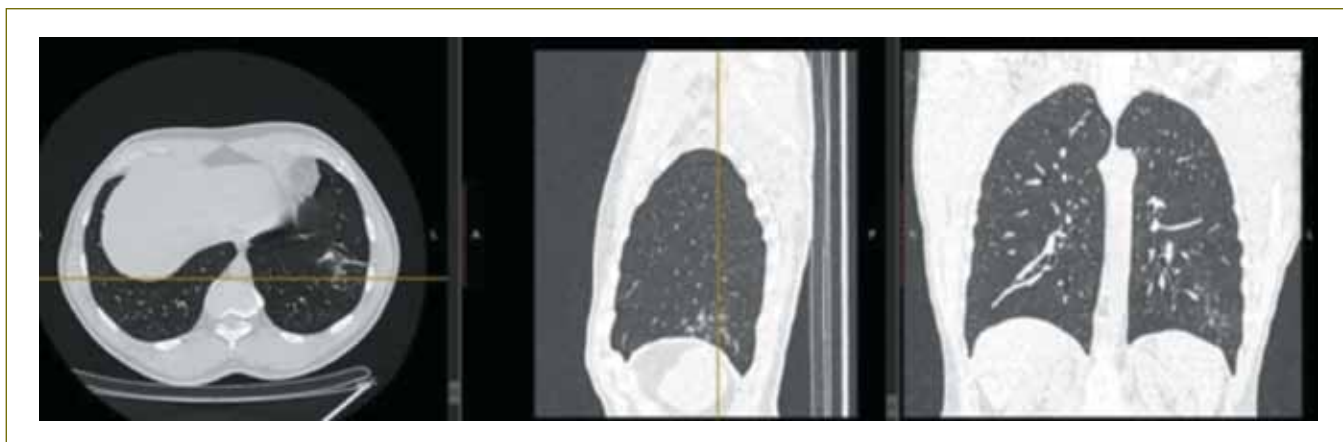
Срезы КТ органов грудной клетки пациента М., 32 лет (слева направо: в аксиальной, сагиттальной, коронарной плоскостях): группа очагов мягкой и средней интенсивности (частично солидных) в C_8 , C_9 , C_{10} нижней доли левого легкого, единственный кальцинат в C_{10} на границе C_8 и C_9 – локальное уплотнение легочной ткани. Диагноз: очаговая пневмония на фоне метатуберкулезных изменений
